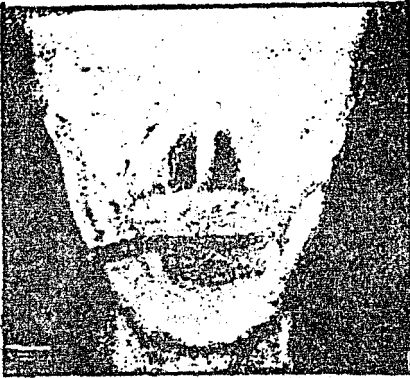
Se observa en esta radiografía fractura mandibular desplazada de ángulo derecho
